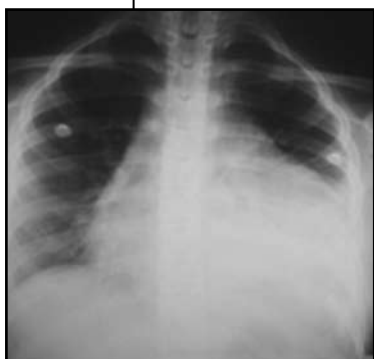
Radiografía de tórax que muestra una cardiomegalia global (ICT 0.76).
